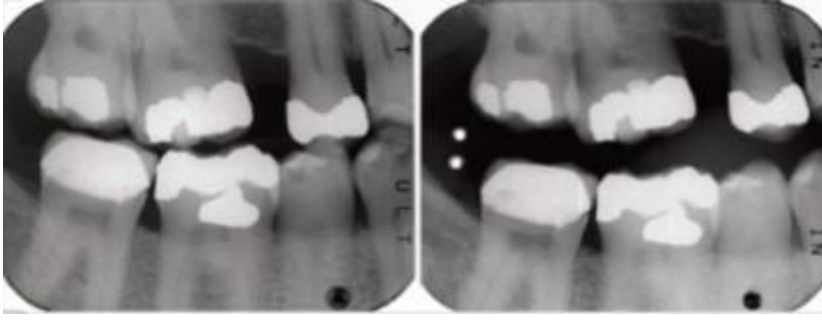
Radiografia bitewings no 1º e 4º quadrante onde mostra um registo ante mortem de Jan 2007 do lado esquerdo com um registo post mortem de Out 2007 no lado direito (adaptado de Sweet, 2008).
